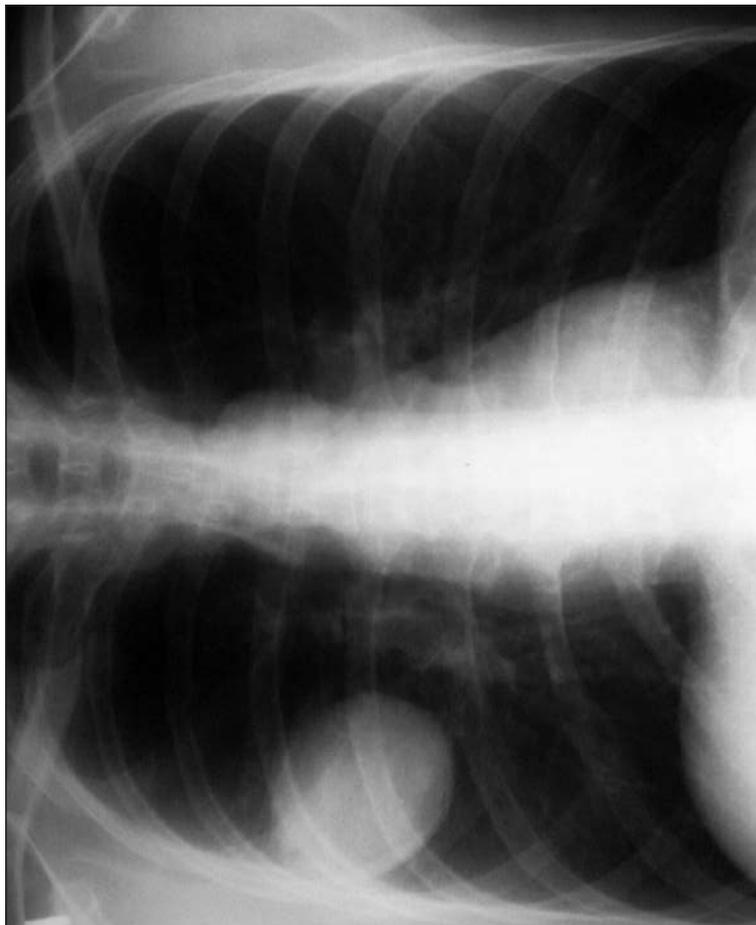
Обзорная рентгенограмма грудной клетки. Окружное образование справа с четким контуром. Возможно эхинококк легкого
